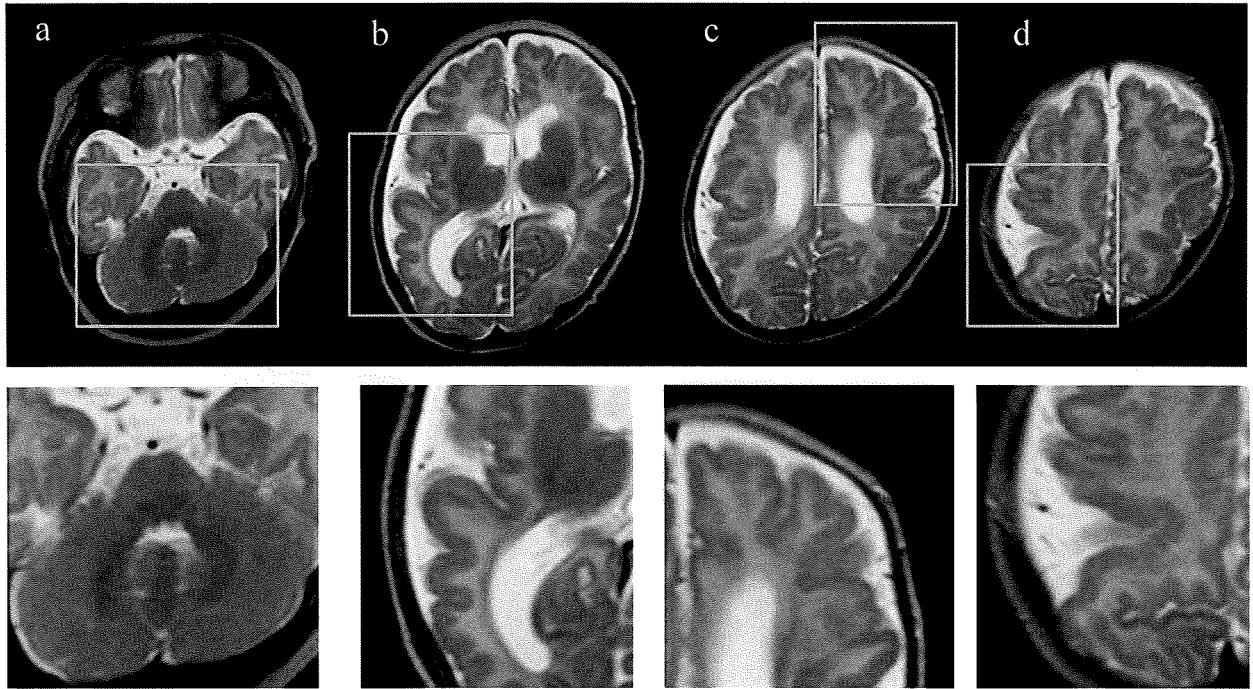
非典型的先天性 CMV 感染症難聴一群における MRI 所見. Case 1 では大脳半球皮質下白質に異常な T2 延長領域が認められる. しかしその分布は散在性である. Case 2 はより広汎な白質の異常 T2 延長を示す.
